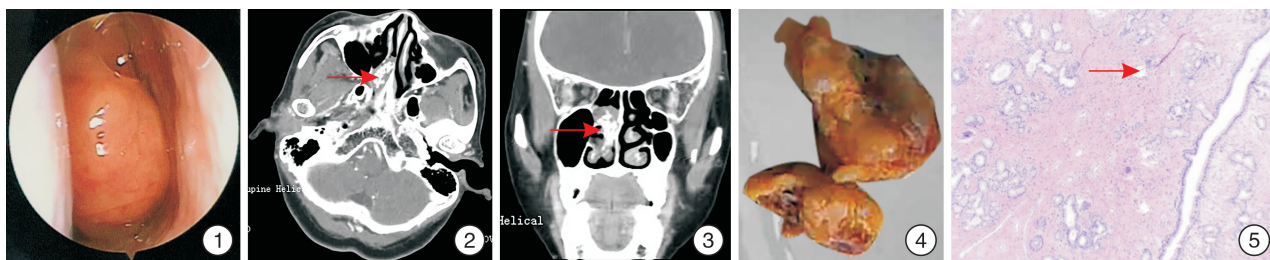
鼻内镜检查 鼻内镜下见表面尚光滑、质硬肿物; 图 2、3 CT 断层扫描 示鼻腔后段有一 3.5 cm×3.0 cm×1.5 cm 非强化肿块,起源于鼻中隔,其中可见中央钙化灶; 图 4 后鼻孔息肉; 图 5 苏木精-伊红染色下可见成熟骨小梁组织
